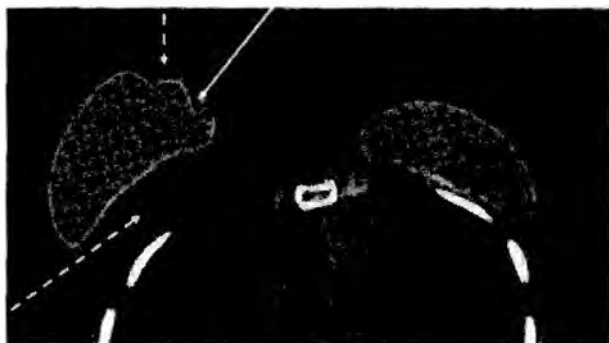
Компьютерно-томографическая маммограмма. Мультитипланарная реконструкция, аксиальная проекция. Внекапсулярный разрыв имплантата. Скопления силикона в тканях молочной железы определяются за пределами оболочки имплантата (стрелка). Серома (пунктирная стрелка).
